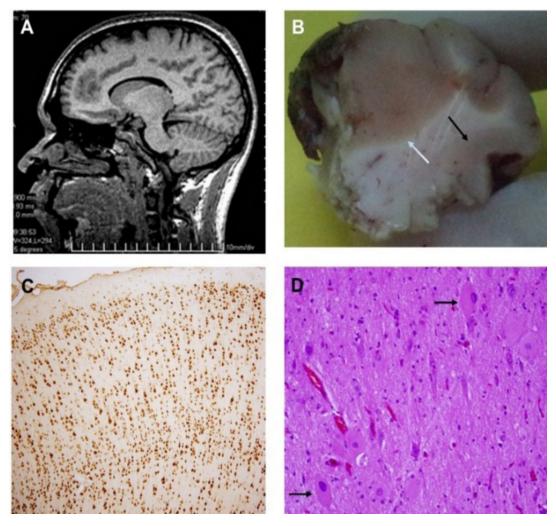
A. Imagen de la resonancia magnética en T1, un corte axial con lesión supracallosa, que interesa la región de la corteza del cíngulo en el lóbulo frontal derecho. B. Aspecto macroscópico de la DCF que corresponde con la imagen A donde se aprecia ensanchamiento focal de la corteza (flecha blanca) y pobre delimitación entre la sustancia gris y la blanca (fecha negra). C. Imagen histológica de la DCF tipo Ic con dislaminación de las capas corticales (radial y tangencial). Neun, 10x. D.Imagen histológica de la DCF tipo IIb, presencia de células balonadas (flechas negras). Hematoxilina – Eosina, 20x.
